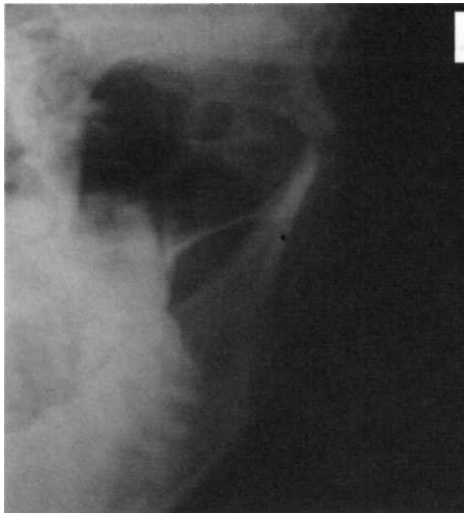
Рентгенограмма пациента Б., 44 лет, до операции.
